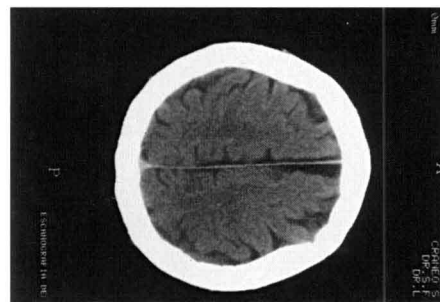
Surcos prominentes por atrofia cortical. TAC simple.
